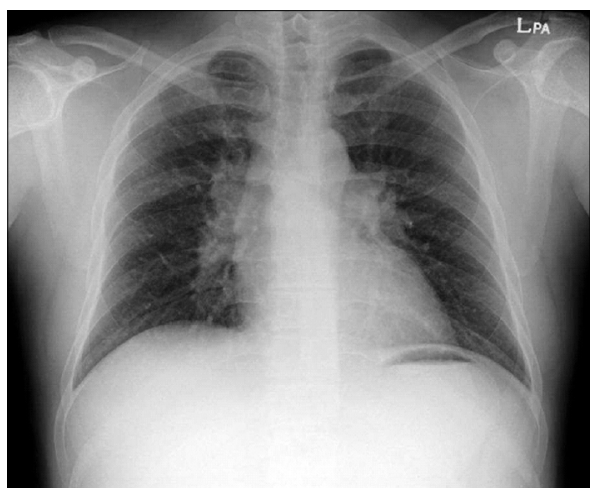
Chest X-ray shows bilateral hilar lymphadenopathy.
